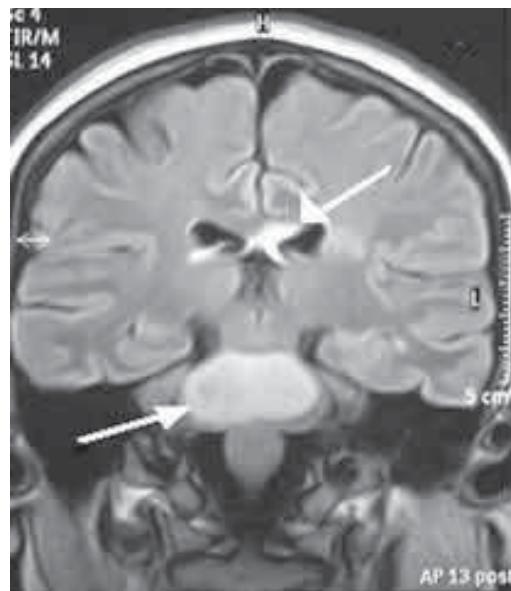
En FLAIR se aprecia imagen hiperintensa a nivel de puente y cuerpo caloso.
